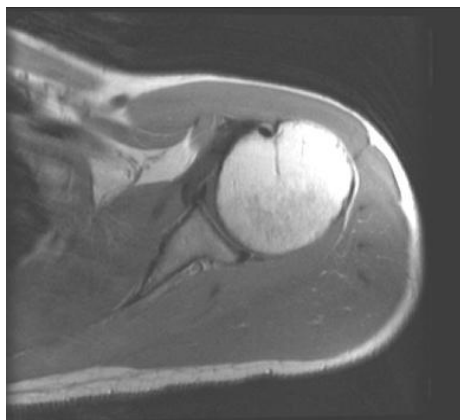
CT s dvojitým kontrastem, odtržení přední chrupavčité jamky.
